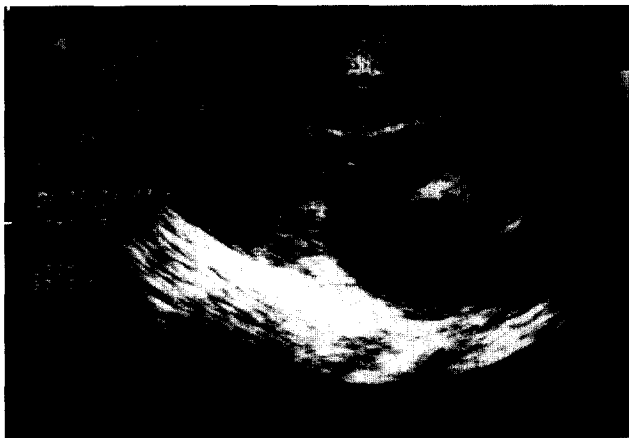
2-D echocardiography(parasternal long axis view) revealed thickened AML and PML with diastolic doming of AML. The LA & RA appeared rather enlarged. The LV systolic function was preserved.
